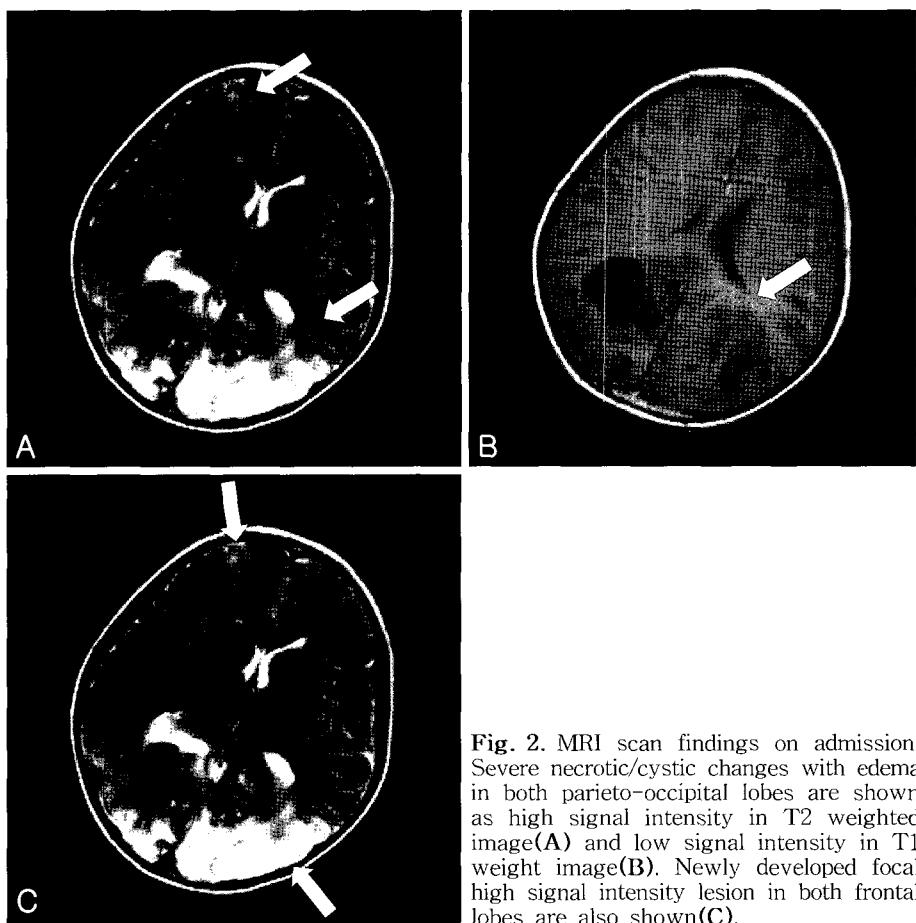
MRI scan findings on admission. Severe necrotic/cystic changes with edema in both parieto-occipital lobes are shown as high signal intensity in T2 weighted image(A) and low signal intensity in T1 weight image(B). Newly developed focal high signal intensity lesion in both frontal lobes are also shown(C).
